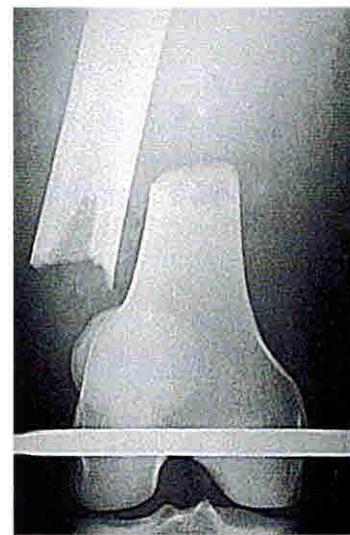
Фоторентгенограмма левого бедра б-го Д. при поступлении (боковая проекция).
